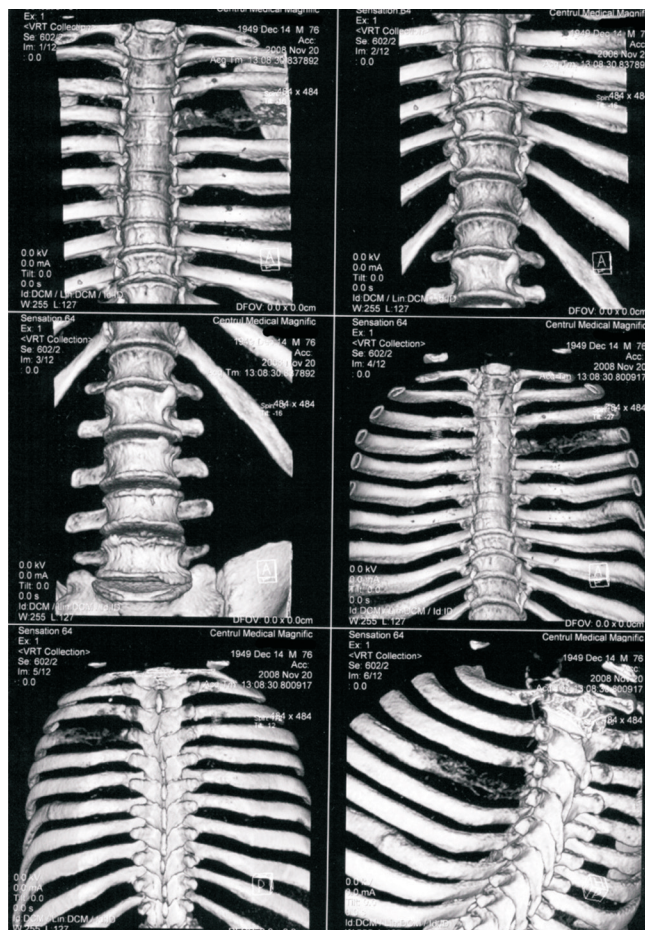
Tomografia computerizată a scheletului cutiei toracice
